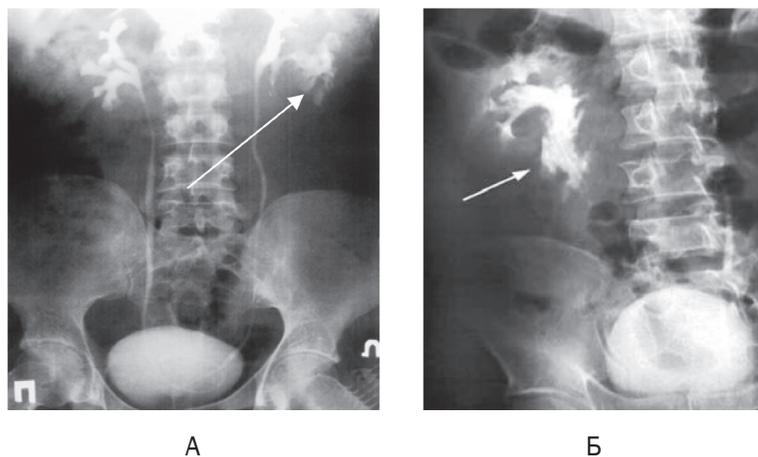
Рентгенограммы почек после введения контрастного вещества (А – пациент Р, на рентгенограмме стрелкой показан выход контрастного вещества в паранефральную клетчатку в результате травмы левой почки; Б – пациент Е, на рентгенограмме стрелкой показаны затеки контрастного вещества в результате травмы правой почки)
